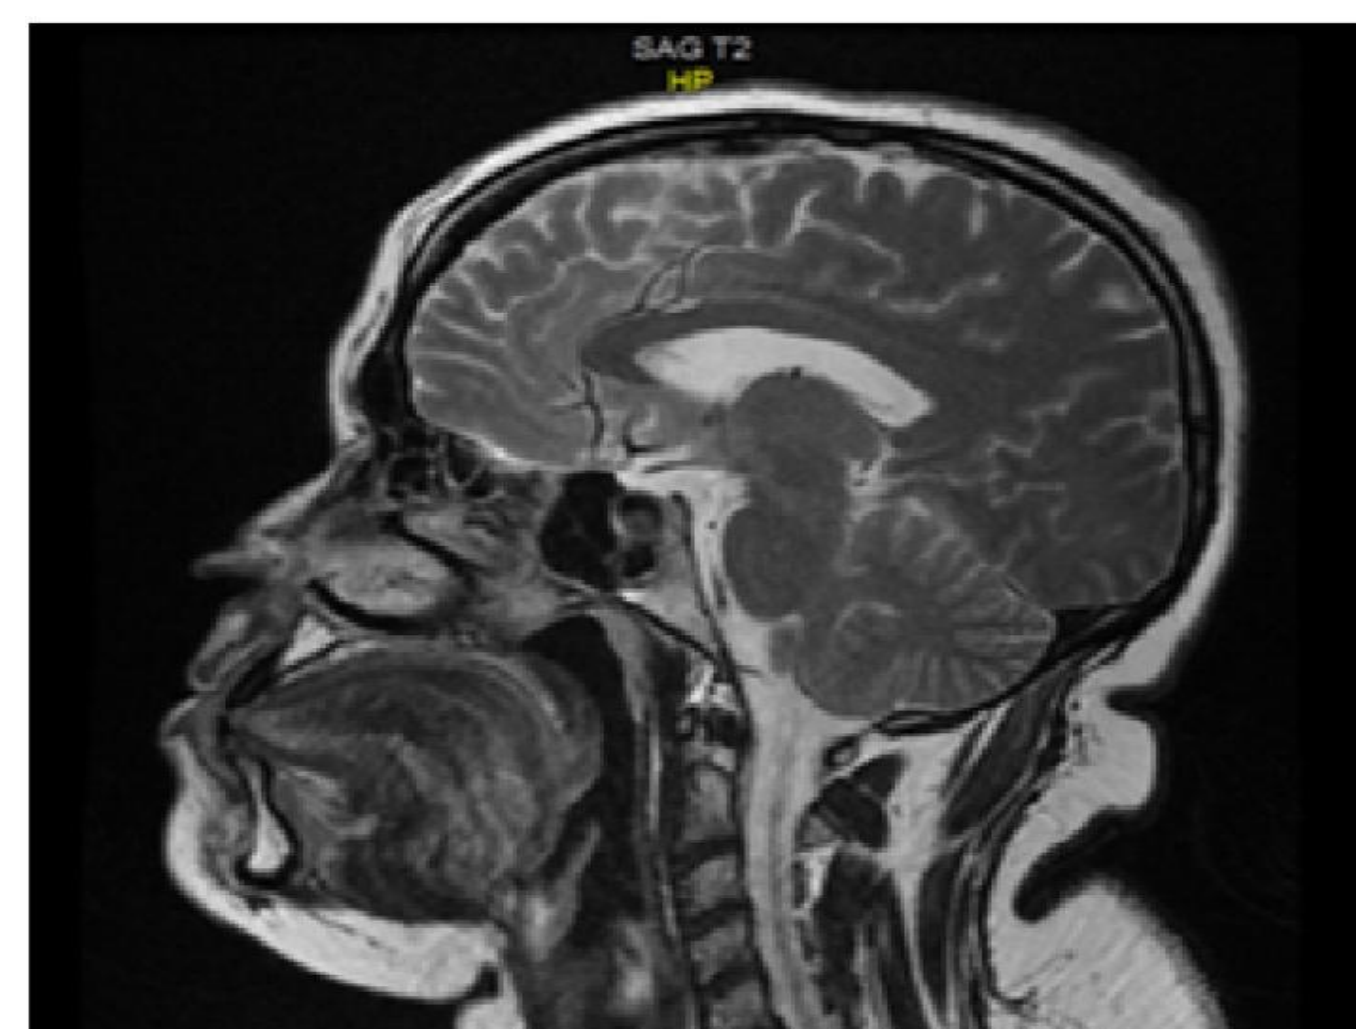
(coupe sagittale) IRM hypothalamo-hypophysaire objectivant la formation intra et latéro sellaire droite
